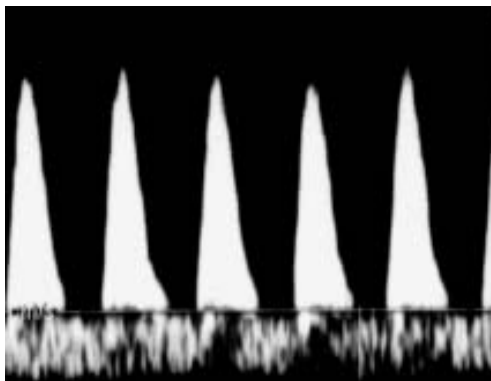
Sonograma-Doppler da artéria umbilical, mostrando Diástole Zero (iconografia do autor)
